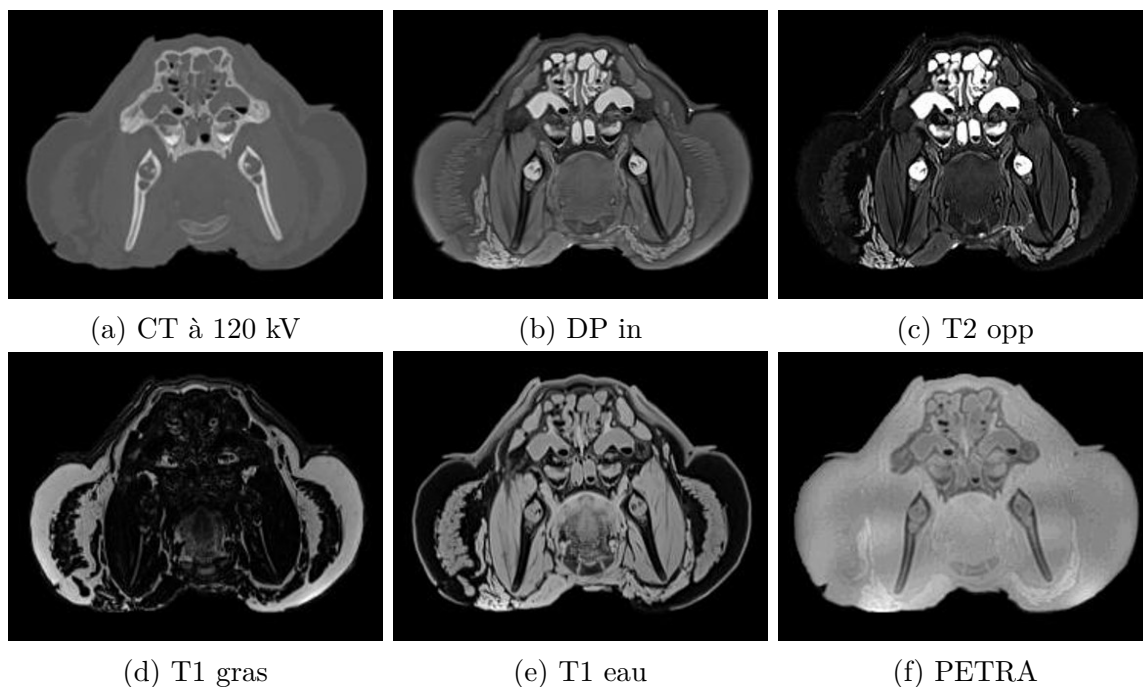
Coupes du CT à 120 kV et de cinq contrastes IRM, dont PETRA, pour le sujet 2.
